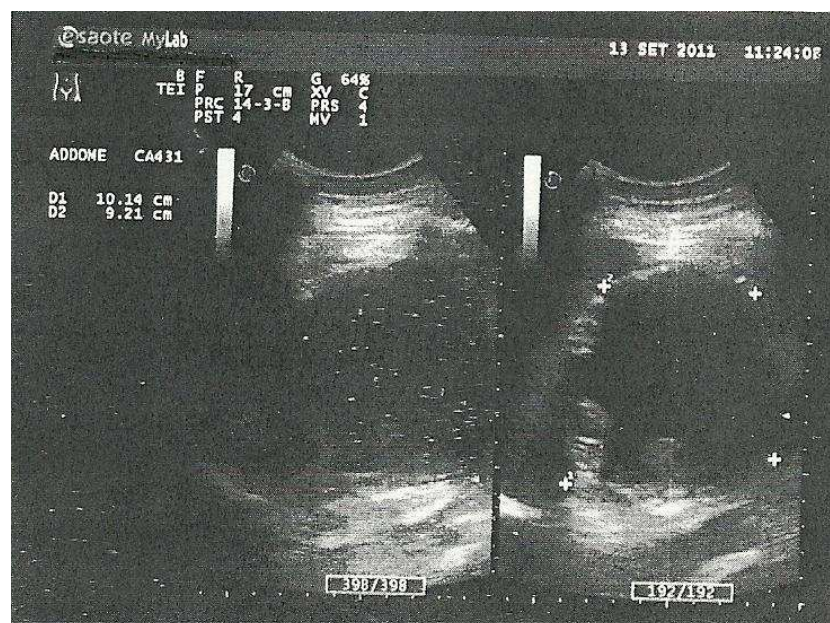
Ultimo controllo ecografico presso la nostra Fondazione prima dell'asportazione.
